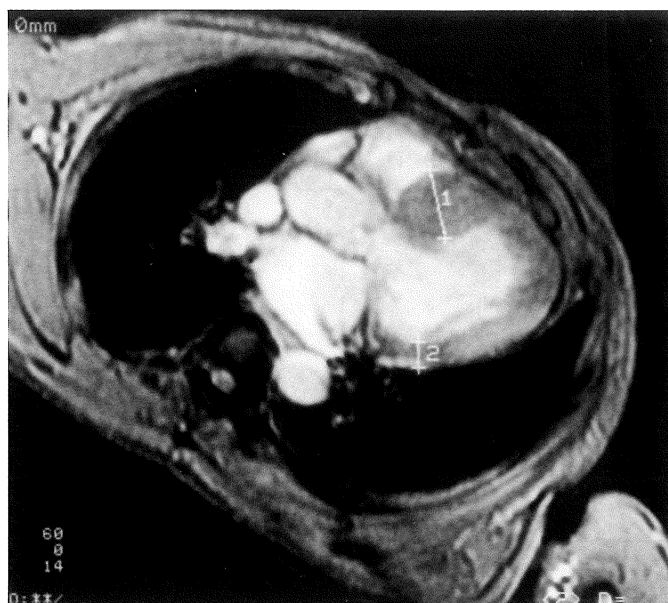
Cine MRI of horizontal long axis plane in enddiastole.
